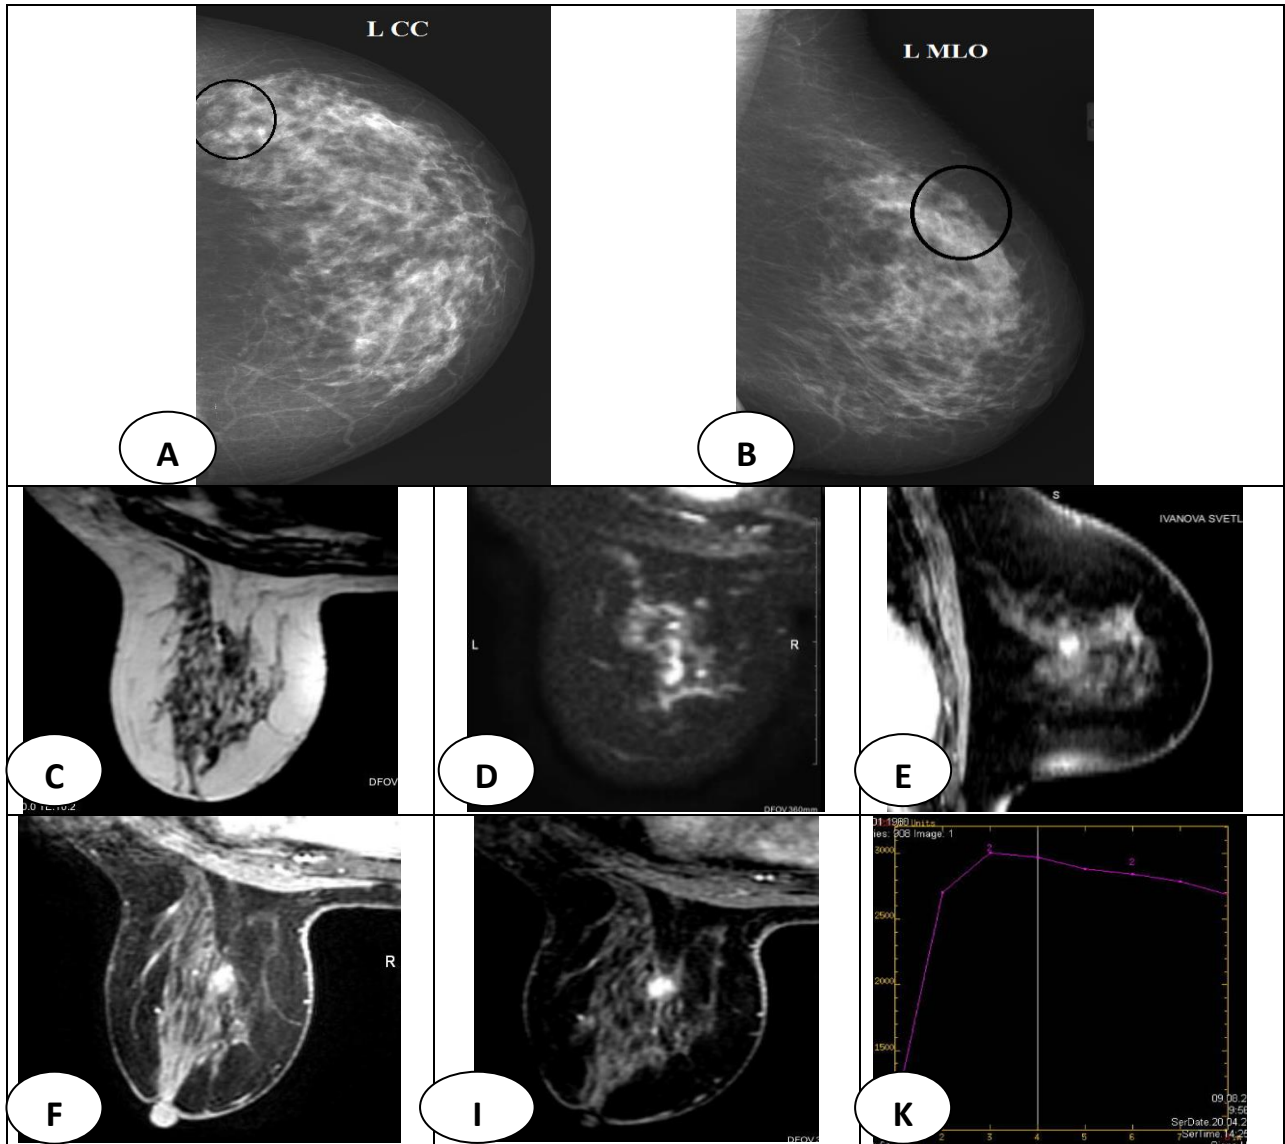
РМГ: в ЛМЖ на плотном фоне ткани МЖ (тип плотности III по ACR) в прямой (А) и в косой проекциях (В) отмечается деформация премаммарной жировой клетчатки по типу выпуклой линзы, вероятно, с наличием образования овальной формы с частично нечеткими контурами, изменения категории B4. МР – МГ: образование ЛМЖ гипоинтенсивное на T1 FSE (С), гиперинтенсивное на DWI (D) с увеличением интенсивности в артериальной (Е), венозной (F) и отсроченной фазах КУ (I), «злокачественный» тип кривой изменения интенсивности сигнала (K)
